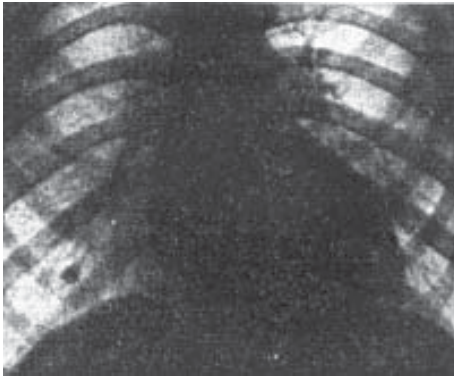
Рентгенографічна конфігурація серця при стенозі гирла аорти: поперечник серцевої тіні зміщений вліво, талія серця різко виражена, дуга лівого шлуночка подовжена і заокруглена ("аортальна" конфігурація).
